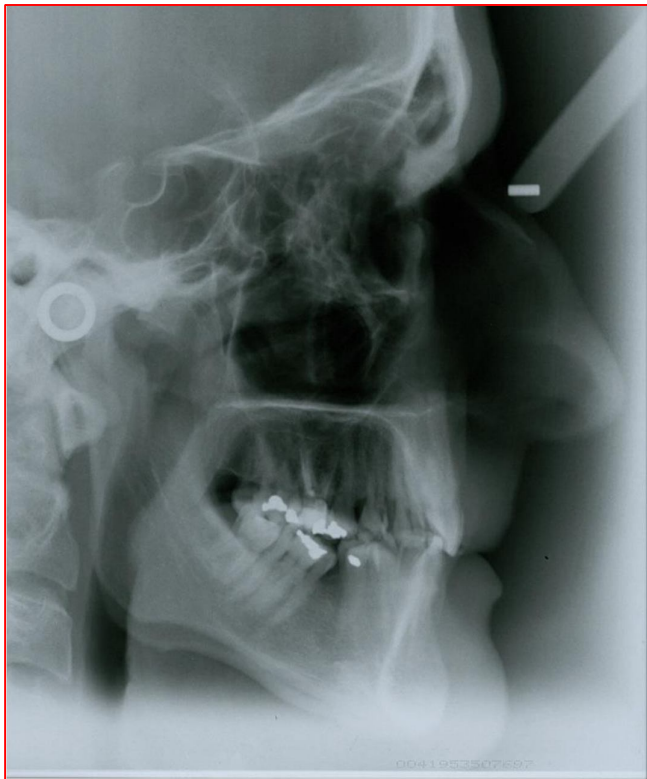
Telerradiografia
